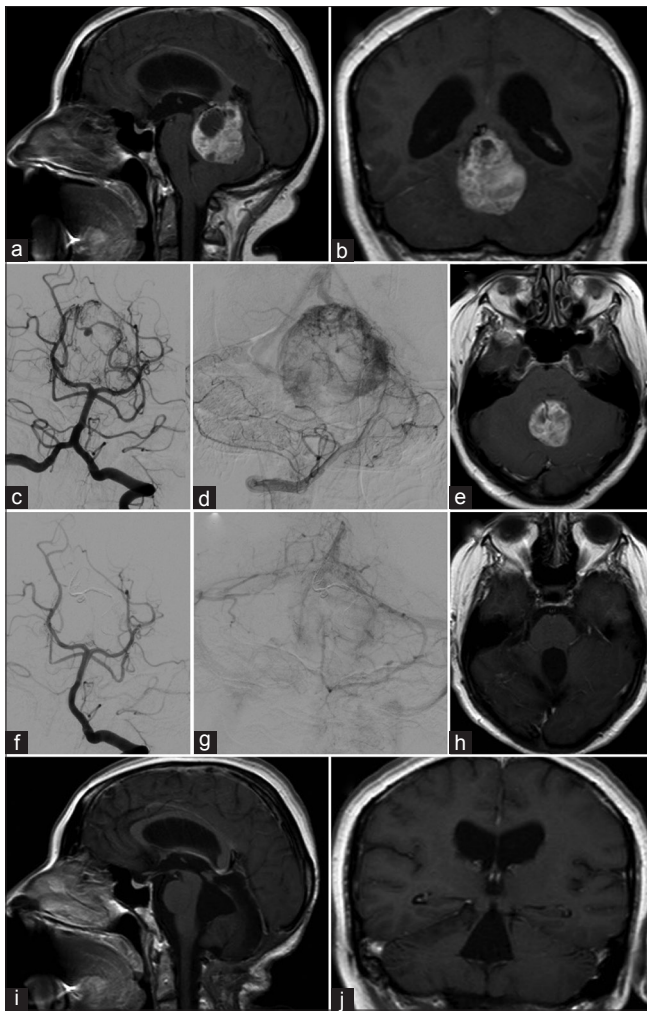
Hemangioblastoma sólido. a, b y e, RM pre operatoria. c y d, angiografía pre embolización. f y g, angiografía post embolización. h-j, RM post operatoria
